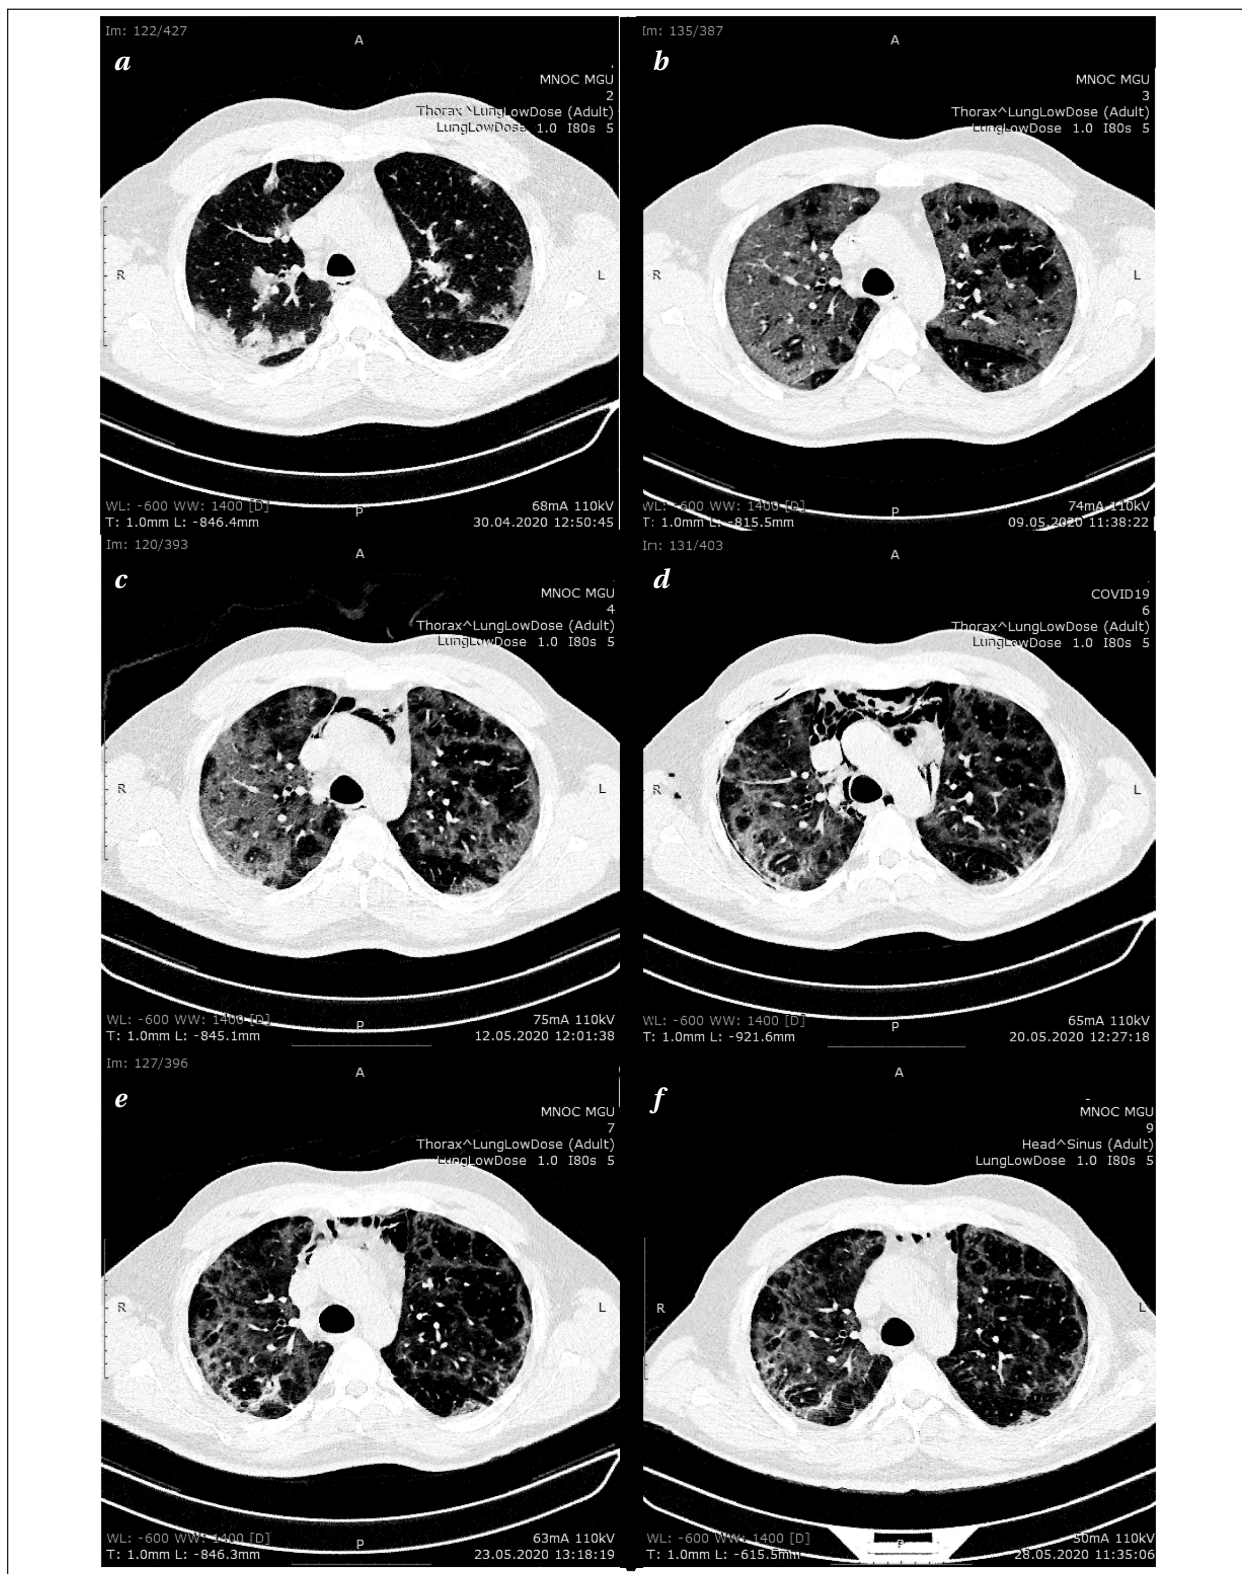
КТ-картина (клиническое наблюдение 1, описание в тексте).
